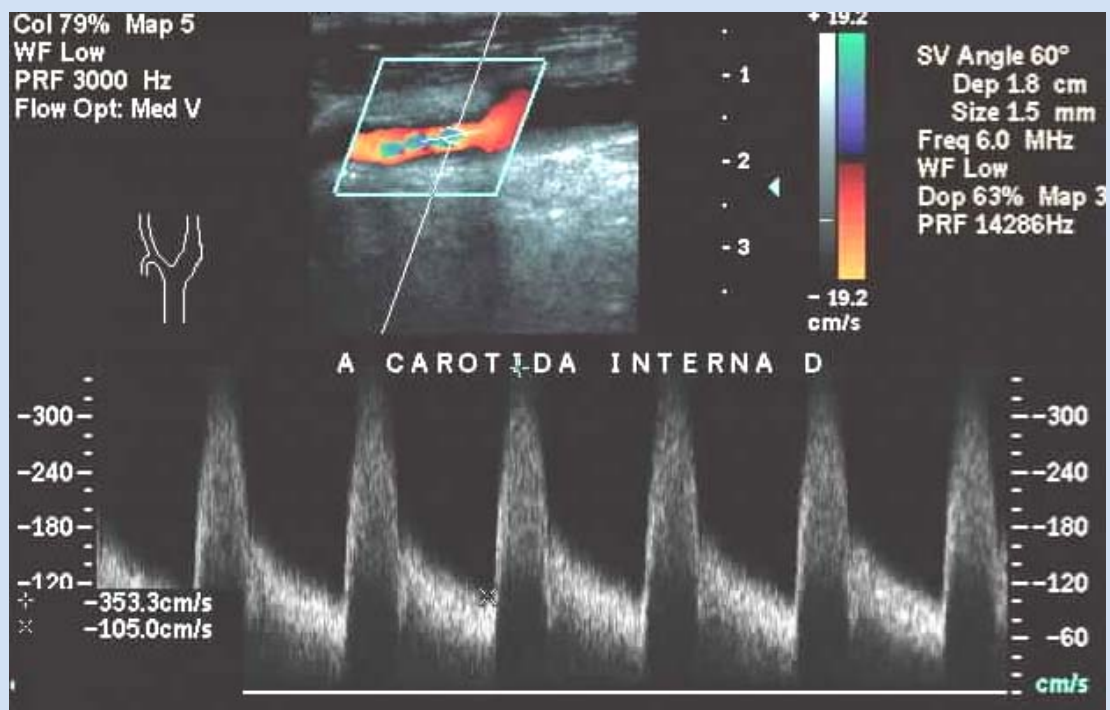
Reestenose arterial carotídea pós endarterectomia. Doppler pulsátil.
